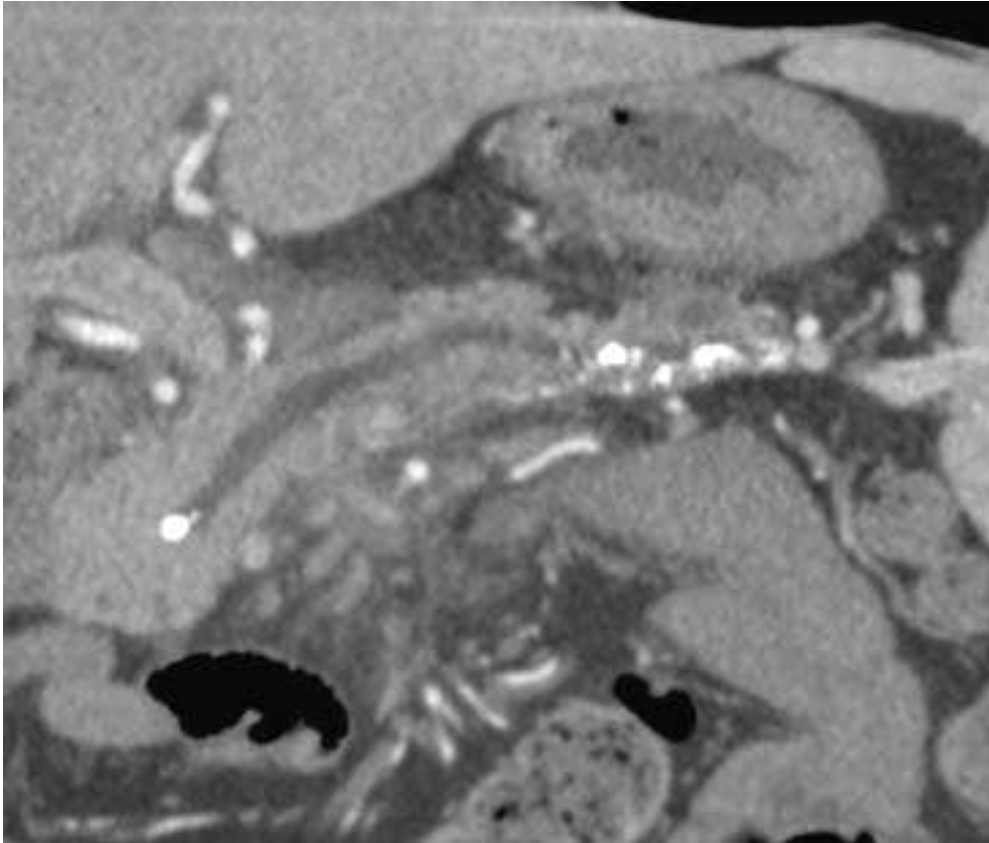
TDM avec injection ; Reconstruction coronale ; Pancréatite chronique, dilatation du canal de Wirsung avec des calcifications intracanalaires. [72]
